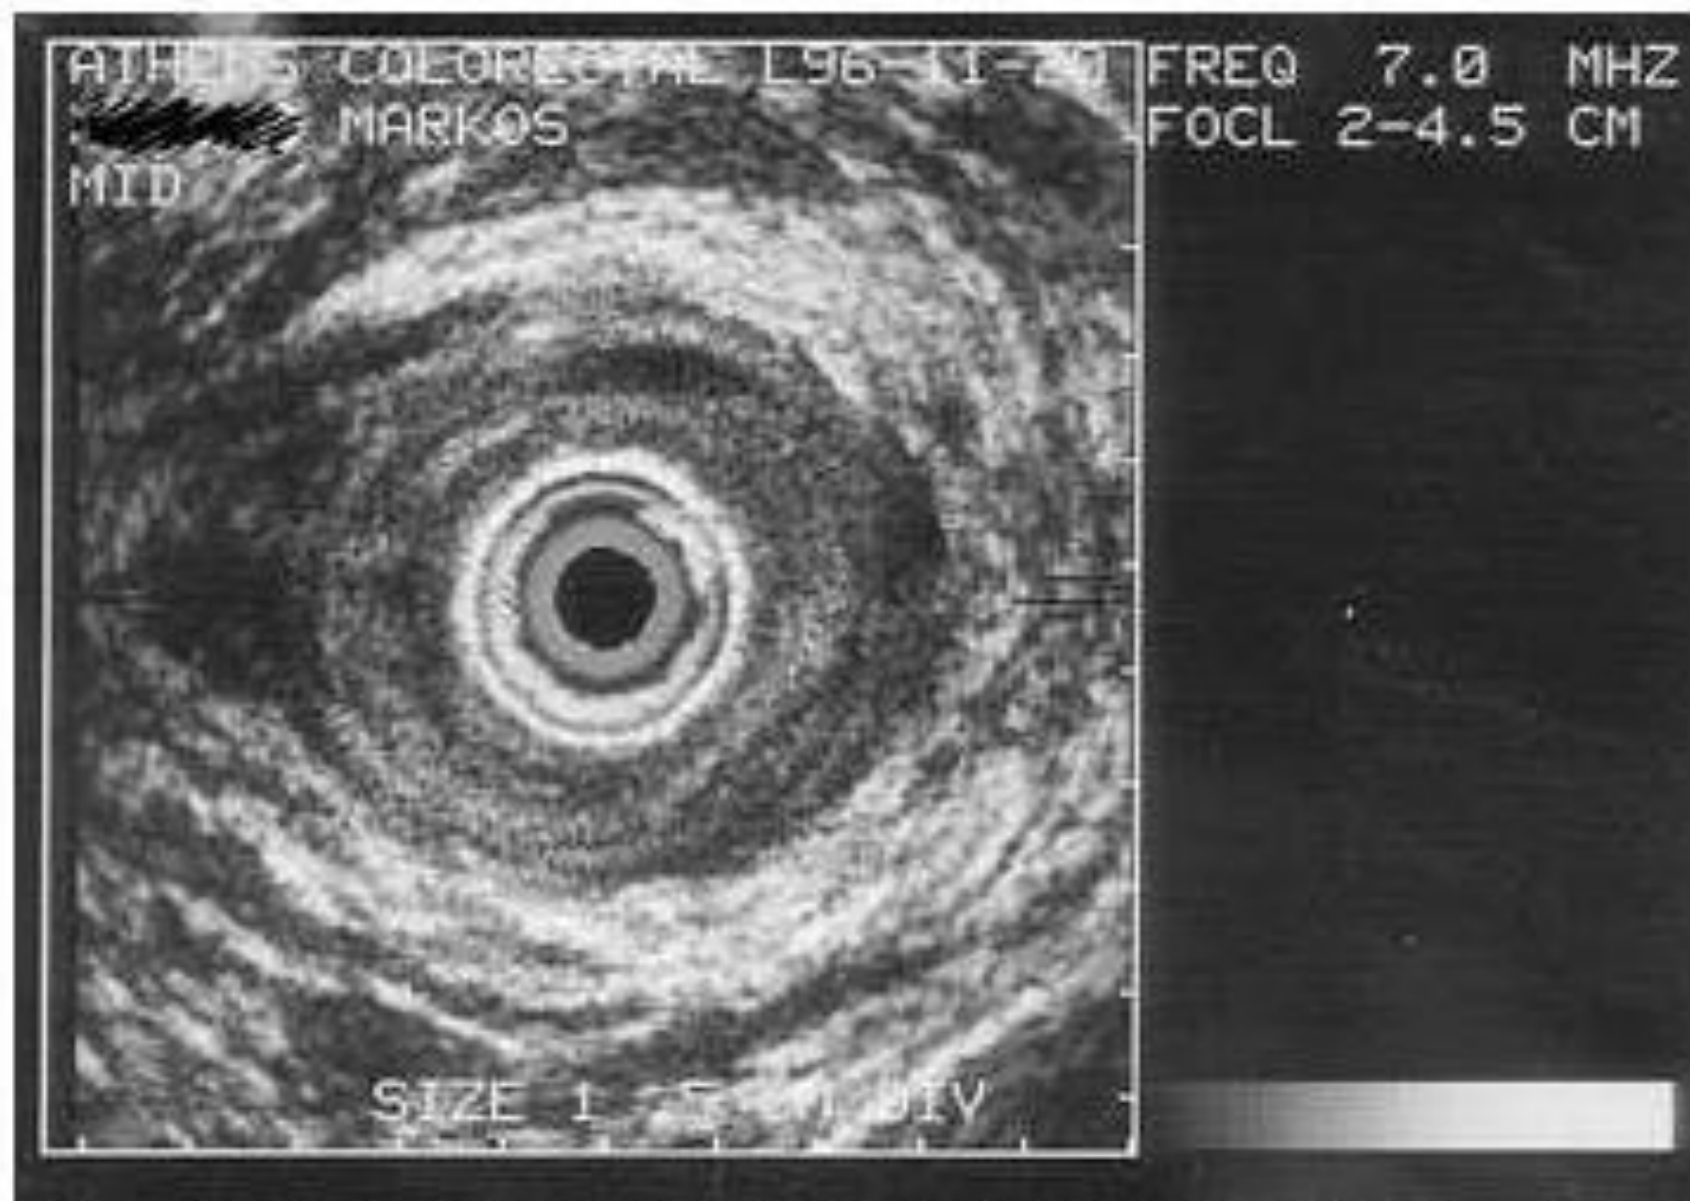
Endoanal ultrasound in a patient with fecal incontinence after anal dilatation. Complete rupture of sphincters is visualized.
